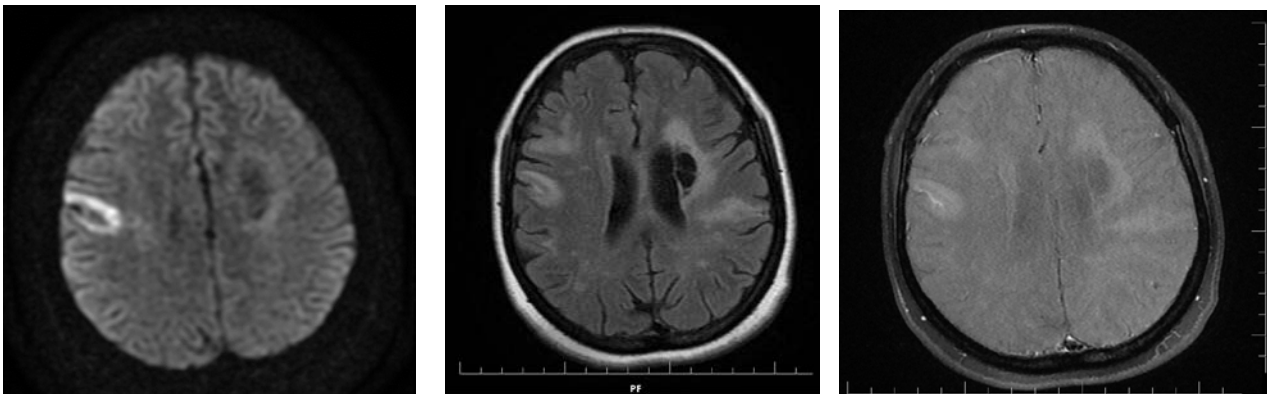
MRI; diffusion weighted image, T2 flair, contrast enhanced image.
